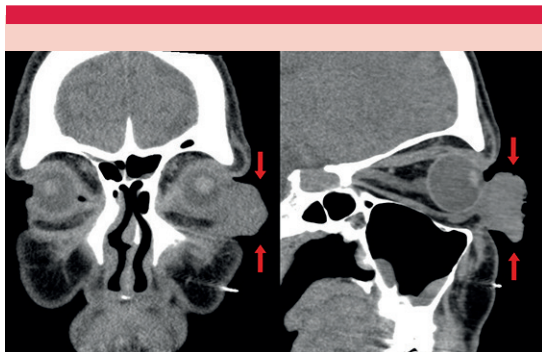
Tomografía axial computada de órbitas con lesión expansiva infiltrante en el párpado inferior izquierdo correspondiente a melanoma (flechas rojas).
